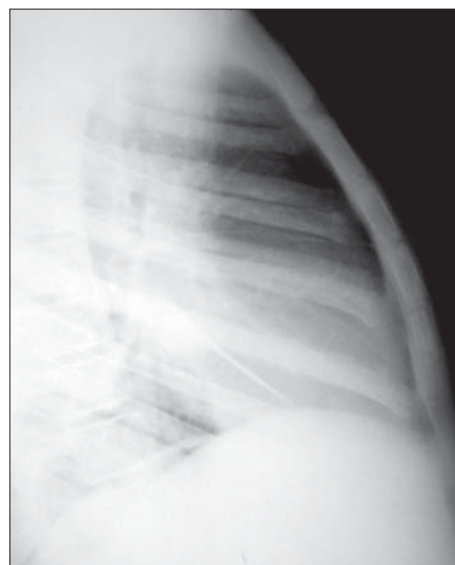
Radiografie toracică în incidență LL dreaptă. Scizurile pulmonare.
